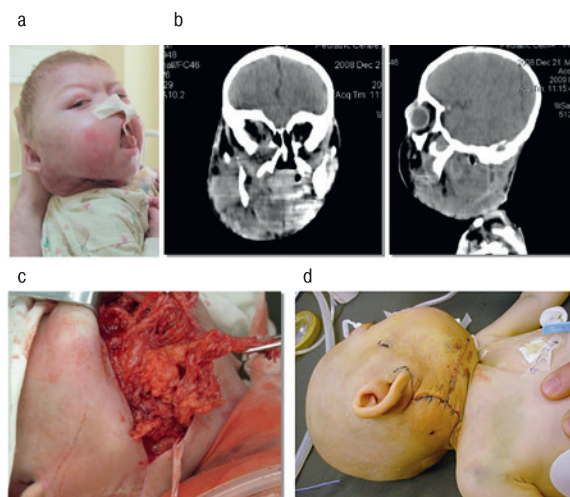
Ребенок в возрасте 3 месяцев с триадой Дарье а) типичные пигментные пятна на коже («кофе с молоком»), б) в правой половине лица и шеи определяется мягкотканое образование, верхняя граница на уровне правого наружного прохода, нижняя граница на уровне С6–7 позвонков. Образование располагается паравертебрально, позвонки без деструктивных изменений. Структура образования довольно однородная, плотностные показатели в нативную фазу в пределах 33–38 ед.НУ., после в/в контрастного усиления плотность повысилась до 68–74 ед.НУ. В толще образования в артериальную фазу визуализируются мелкие ветви внутренней сонной артерии. Отмечается выбухание правого глазного яблока кнаружи. При КТ-ангиографии сосуды шеи имеют нормальный ход и диаметр, не сдавлены, прорастания в сосуды не отмечается. Заключение: объемное правого зрительного нерва, ретробульбарного пространства и правого кавернозного синуса, объемное образование правой половины лица и шеи, с) опухоли нервных стволов, д) ребенок сразу после проведенного хирургического лечения.
